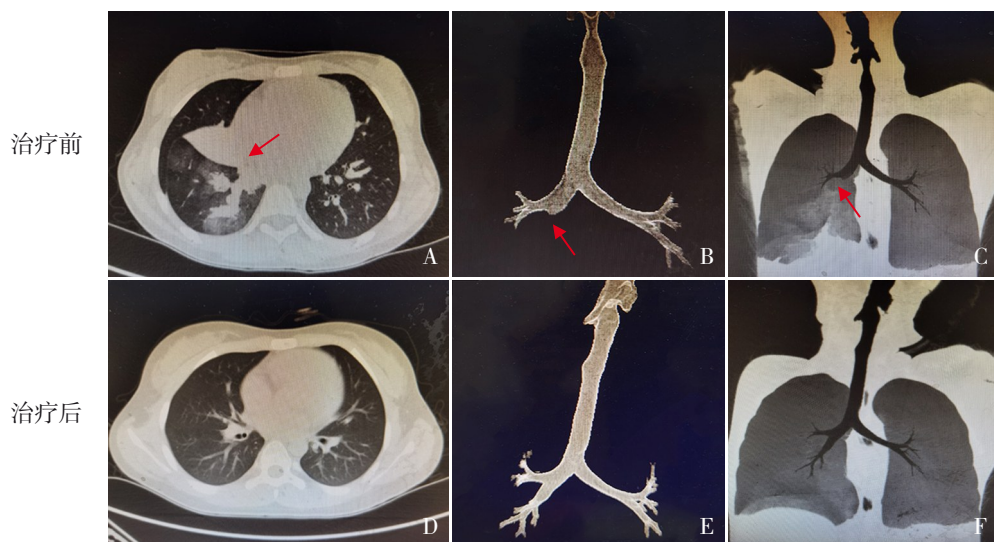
PB患儿治疗前后胸部CT比较 治疗前,右肺中、下叶实变伴不张(A箭头处),气道重建示右中间支气管、中下叶支气管未显影(B、C箭头处);治疗后,双肺病变基本吸收(D),气道重建未见异常(E、F)。
